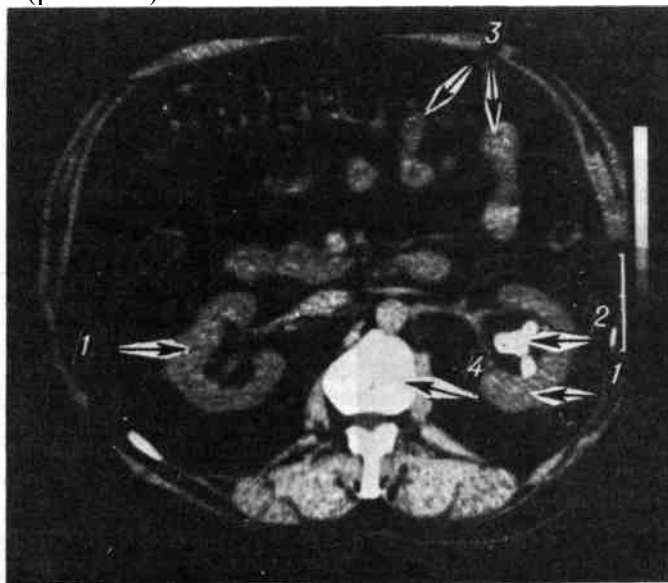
Компьютерная томограмма. Камень почки слева при почечнокаменной болезни. 1 — тени почек; в лоханке одной из них расположен так называемый коралловидный камень, дающий яркую тень (2); 3 — петли кишечника; 4 — позвонок (поперечное сечение).
